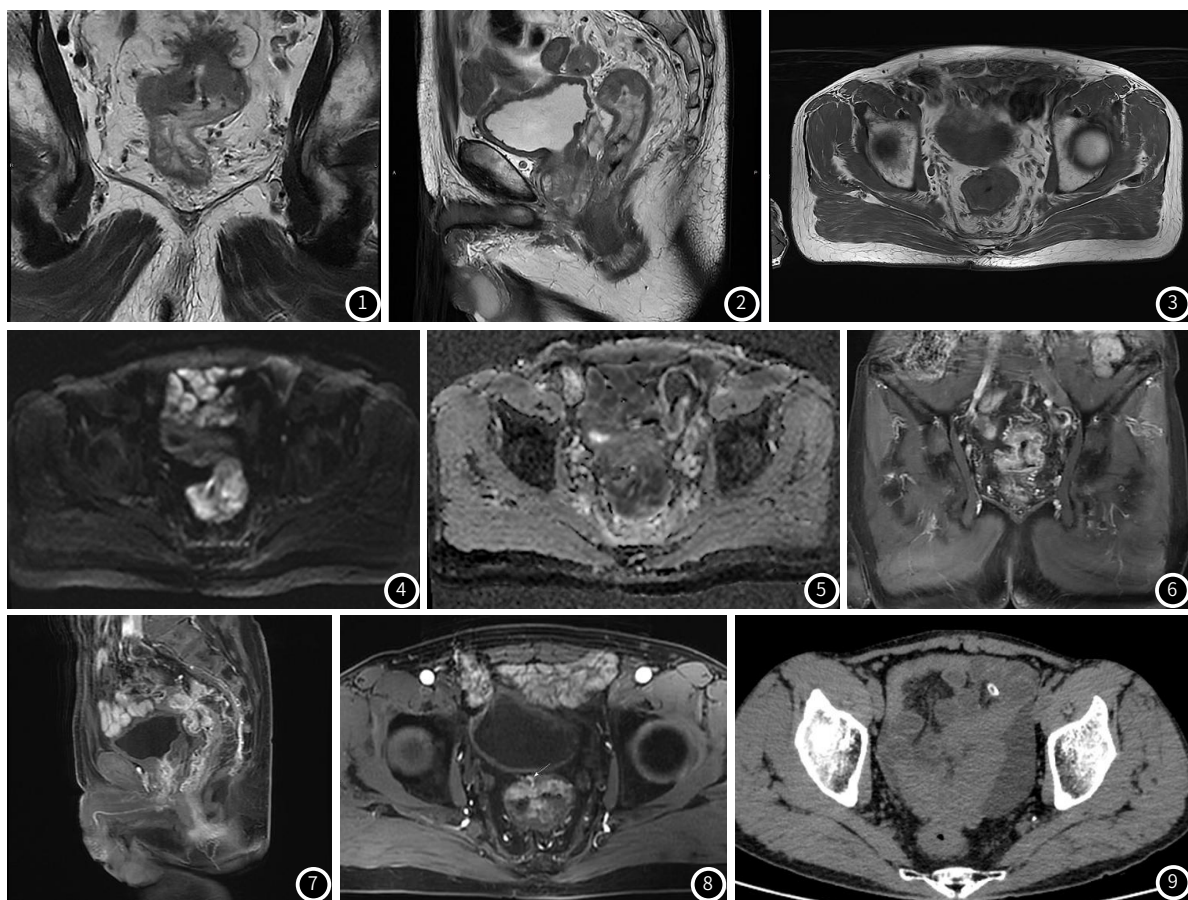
冠状位T₂WI序列可见直肠上段一长T₂信号软组织肿块影; 图2 矢状位T₂WI序列可见管壁增厚,管腔明显狭窄; 图3 轴位T₂WI序列可见病灶呈等T₂信号,环壁约四分之三周; 图4 轴位DWI序列(B=1000)可见病灶呈高信号; 图5 轴位ADC序列可见病灶呈低信号; 图6 冠状位T₂WIC+序列可见病灶明显强化; 图7 矢状位T₂WIC+序列可见病灶明显强化; 图8 轴位T₂WIC+序列可见病灶明显强化,邻近血管受累。图9 CT平扫可见直肠肠壁明显增厚,盆腔可见积液。
